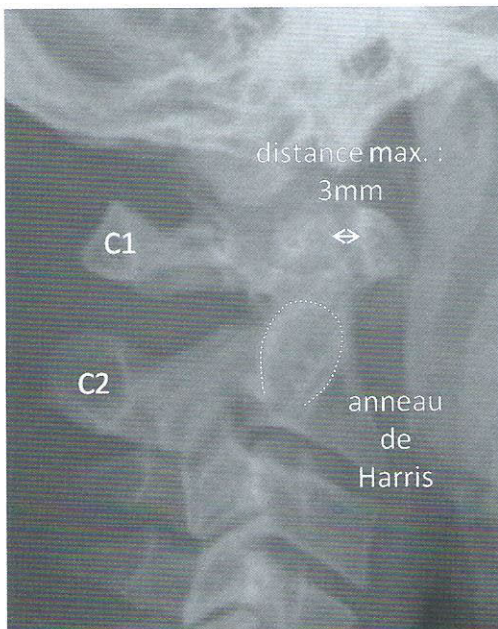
Radiographie du rachis cervical de profil, centré sur C1-C2.
